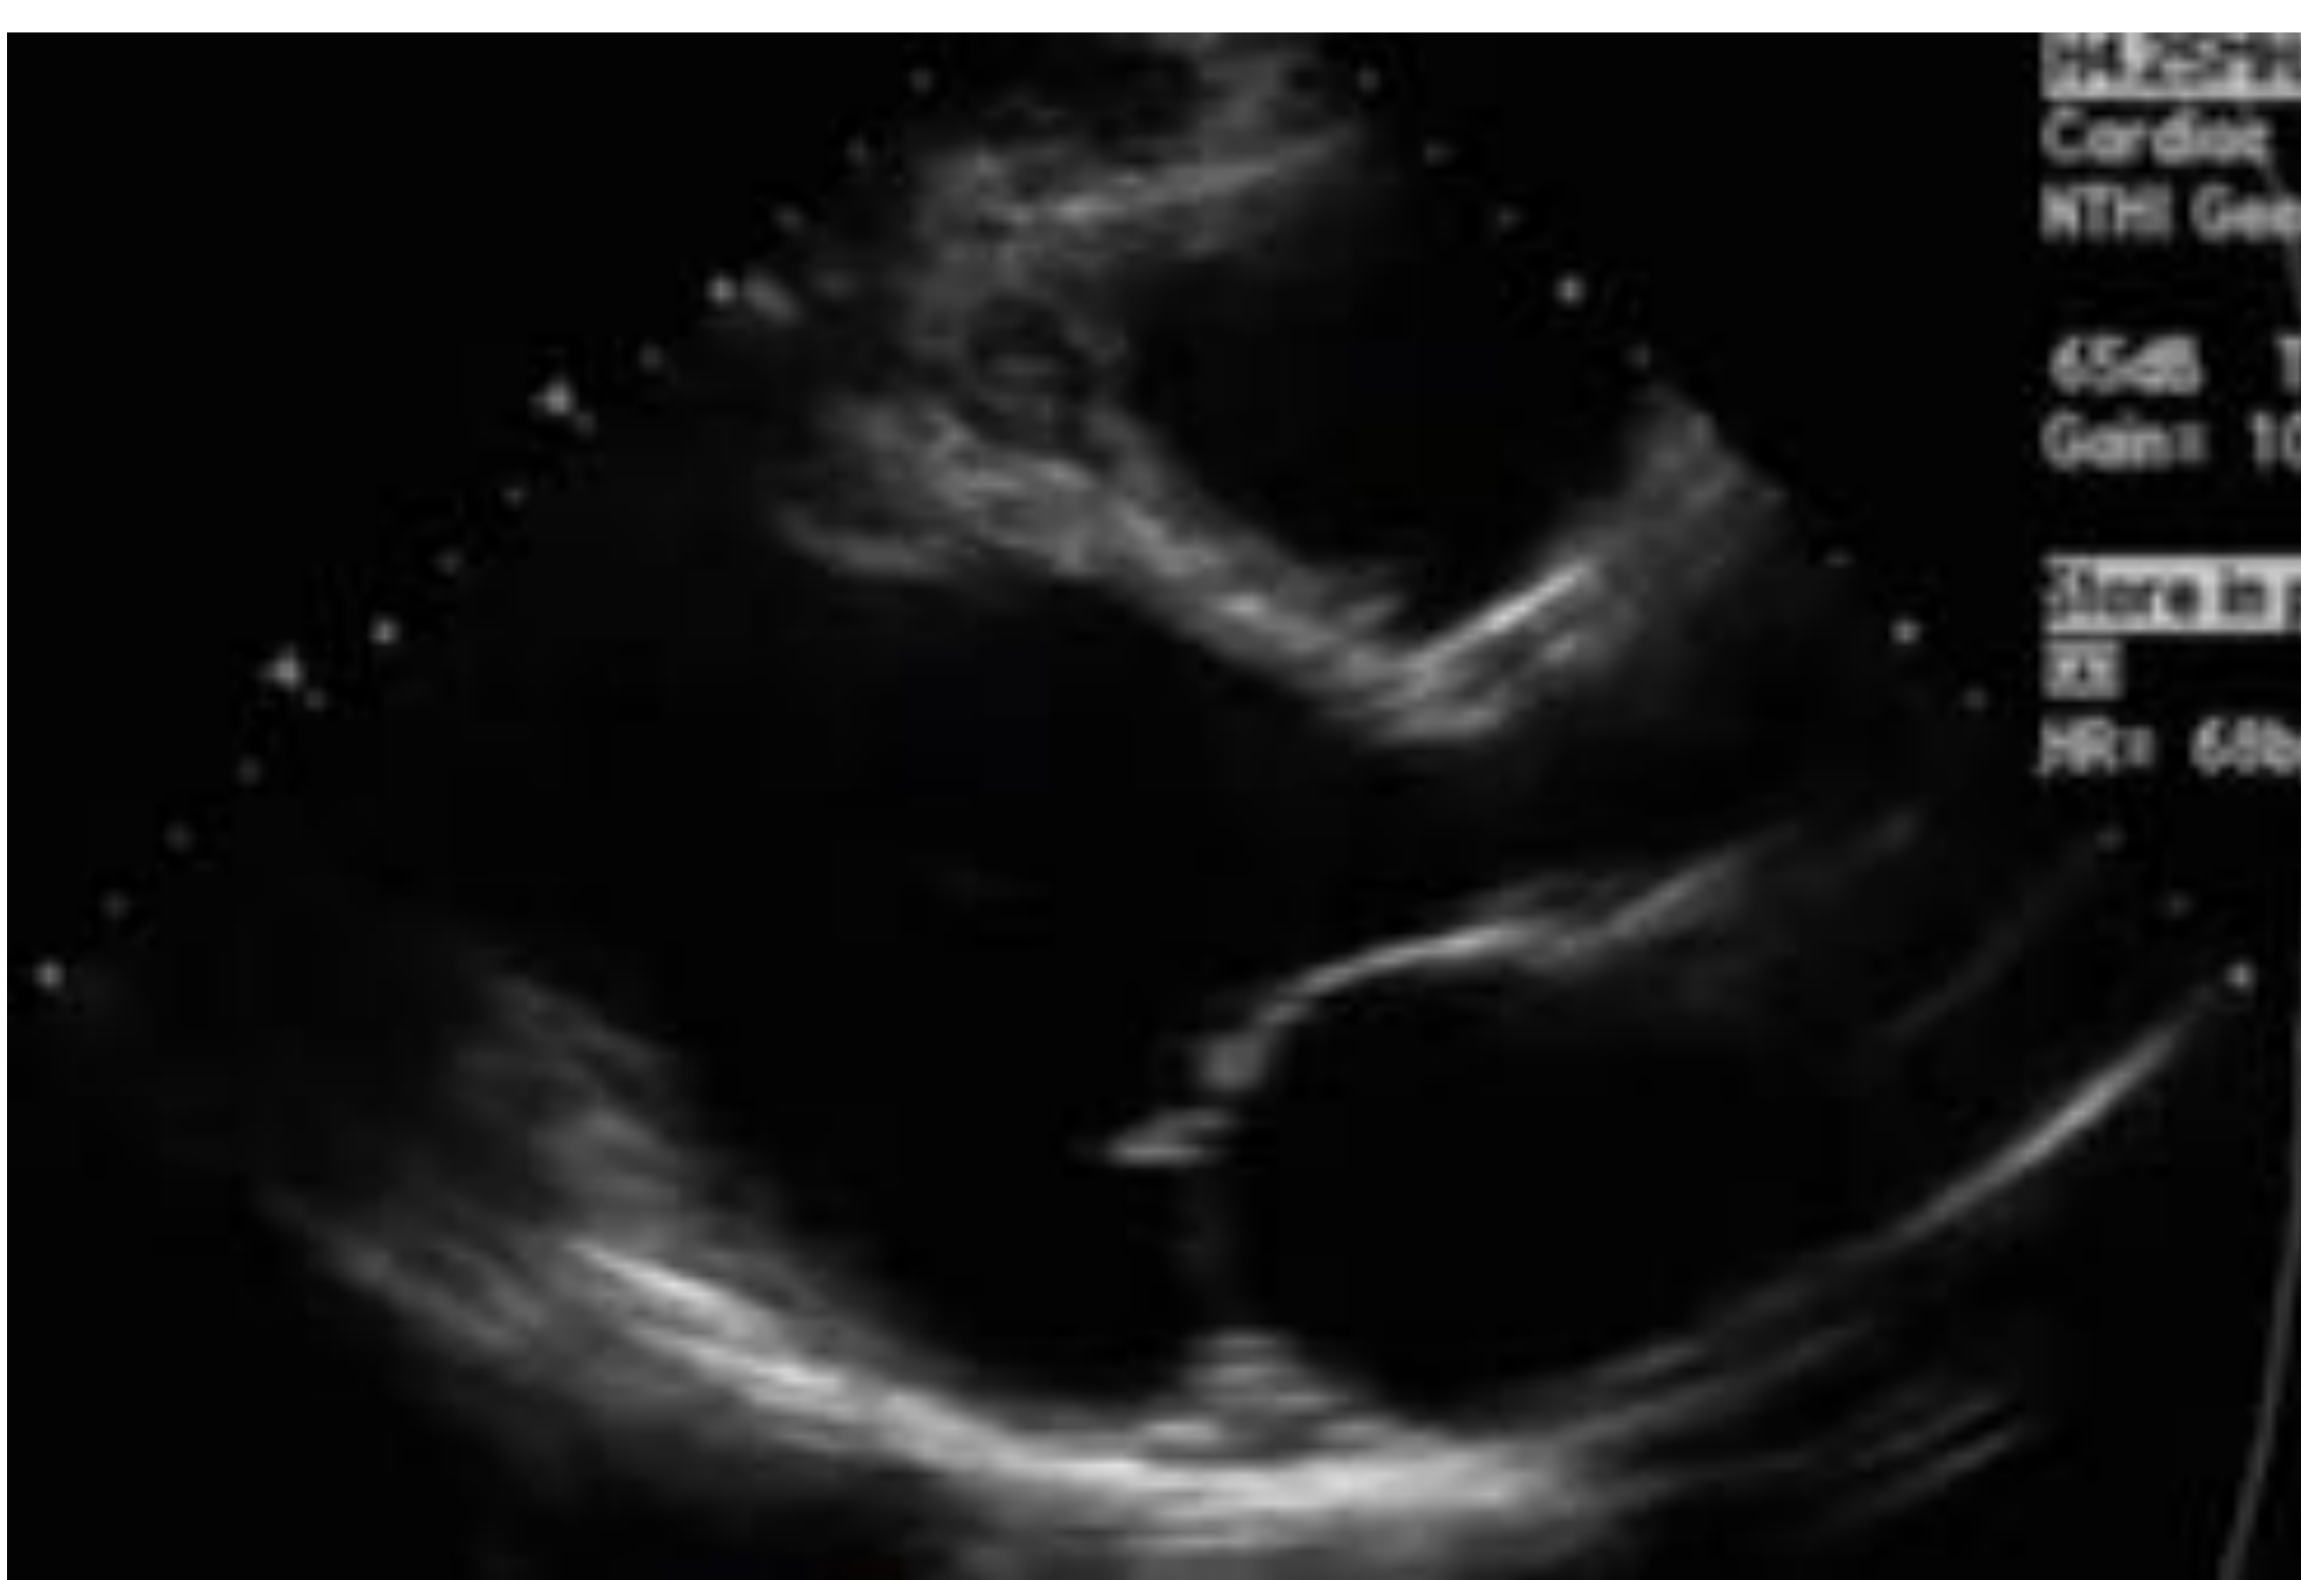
Dilatación de VI en ecocardiografía.
